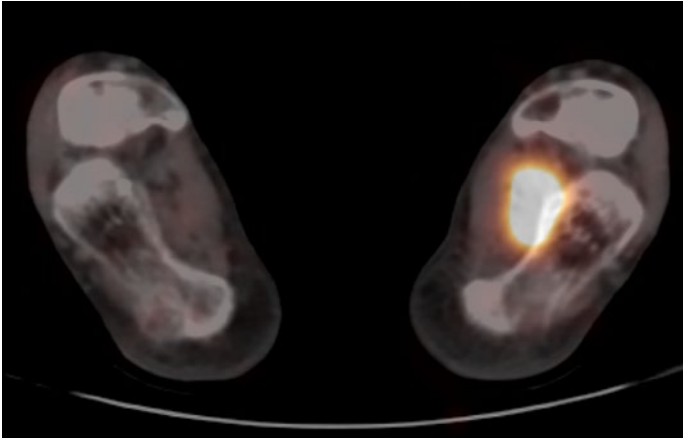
Phosphaturischer mesenchymaler Tumor in den Weichteilen des linken Fusses (DOTATOC-PET/CT, Fusionsbilder transversal)
